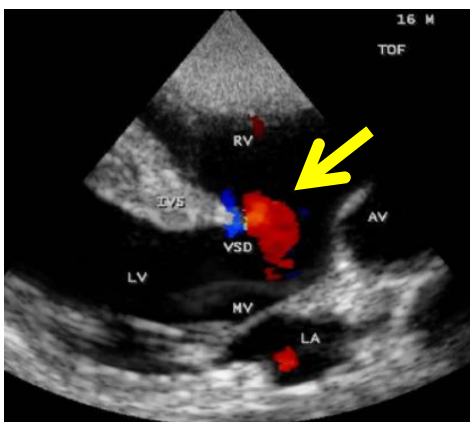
Représentation échographique d'une CIV conoventriculaire (10)
